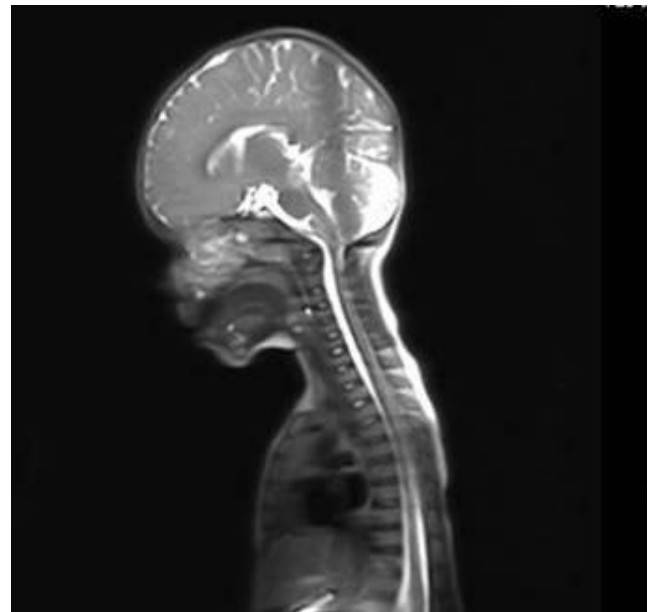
RM cerebral y de columna de caracteres normales
